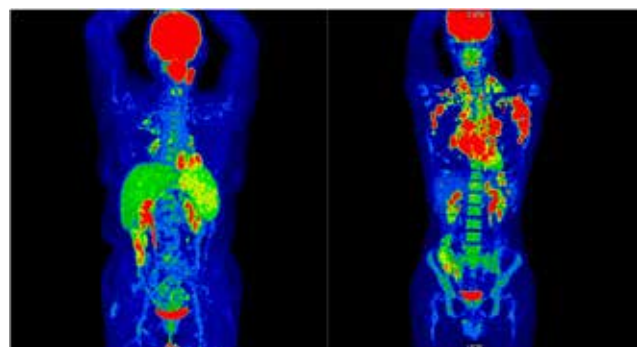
ПЕТ/КТ – зліва: НХЗЛ (ураження лівої піднебінної мигдалини та селезінки, ураження лімфовузлів вище за діафрагму); справа: ходжкінська лімфома (ураження лімфовузлів по обидві сторони від діафрагми, з тенденцією до злиття в масивні конгломерати, найбільші в паховій області зліва і в лімфовузлах середостіння праворуч (III стадія) [16; 17]
